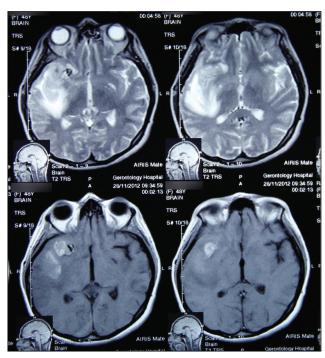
Больная Р., 49 лет. МРТ при госпитализации. Выявлена инсульт-гематома в правой височной области
